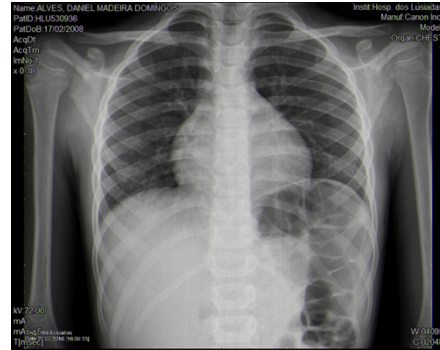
Telerradiografia do tórax.
